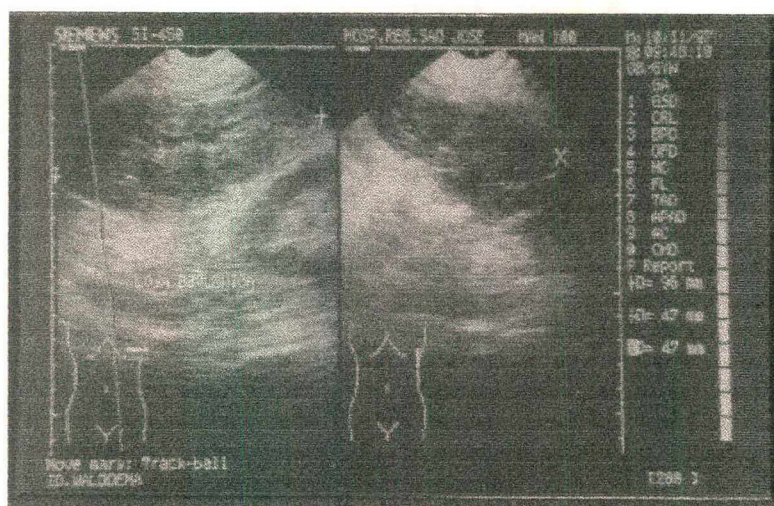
Ultrassonografia mostrando diminuição da coleção líquida localizada em loja esplênica, medindo 9,6 cm x 4,7 cm x 4,7 cm, após ter sido realizado drenagem percutânea.
